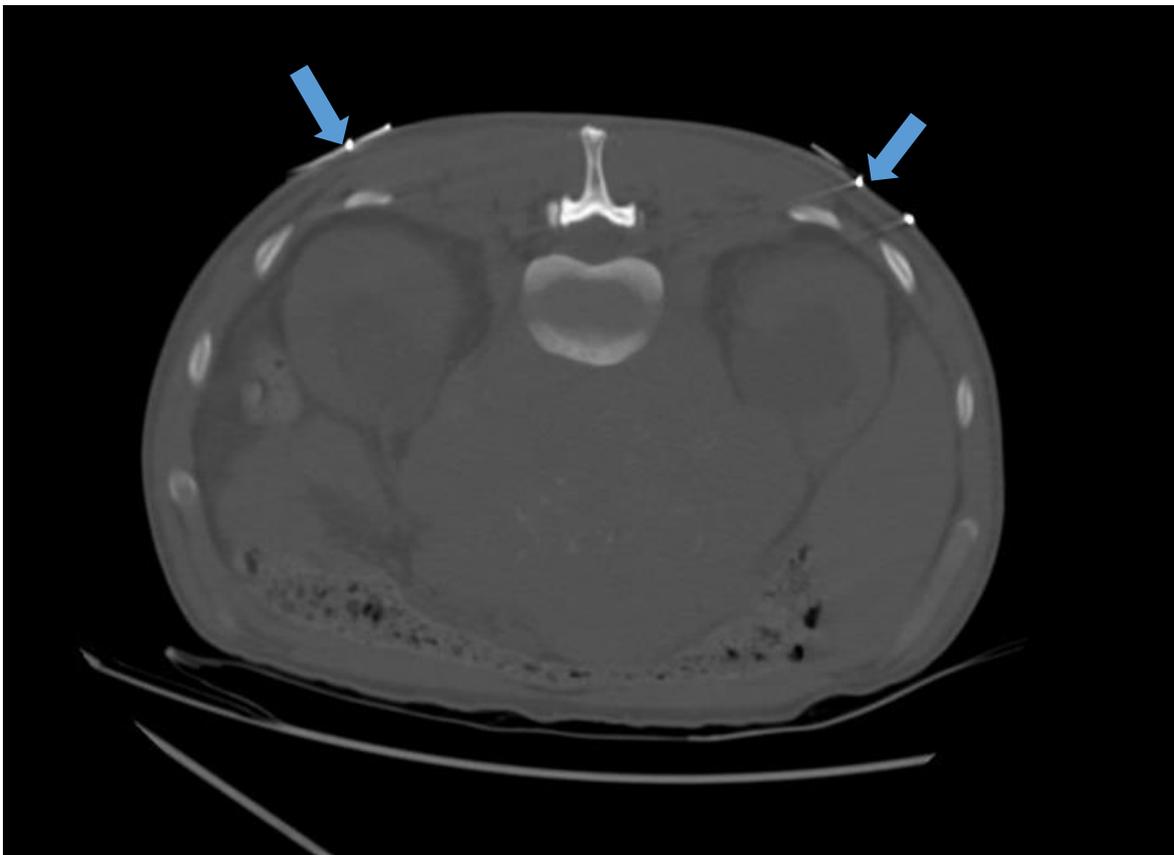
Corte axial de tomografía en fase simple, con paciente en decúbito prono, donde se observa hidronefrosis bilateral. Grado 2 derecho y grado 3 izquierdo. Fuente: Archivo radiológico Hospital General Dr. Miguel Silva.
